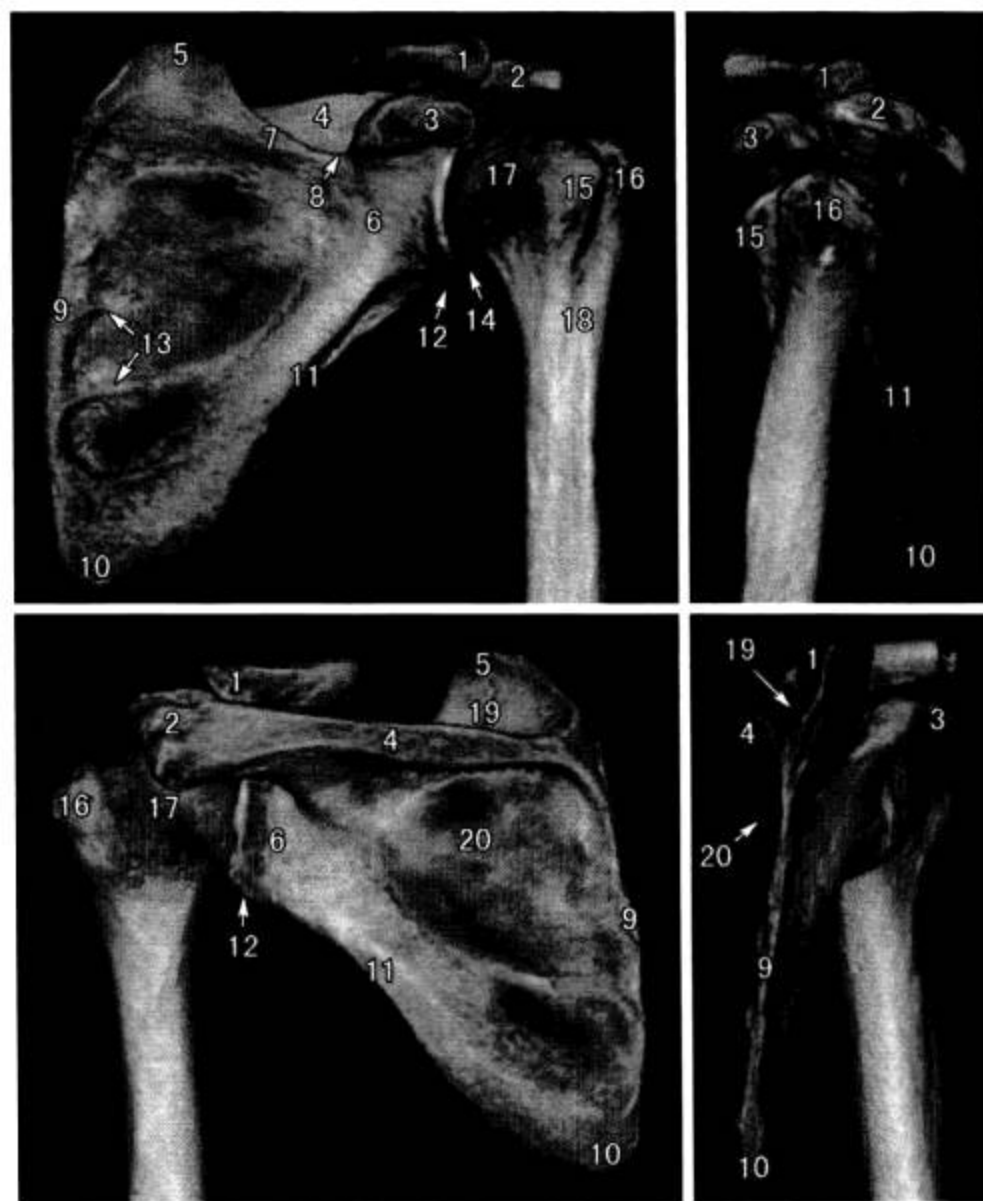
肩关节 CT 三维重组 (VR)
